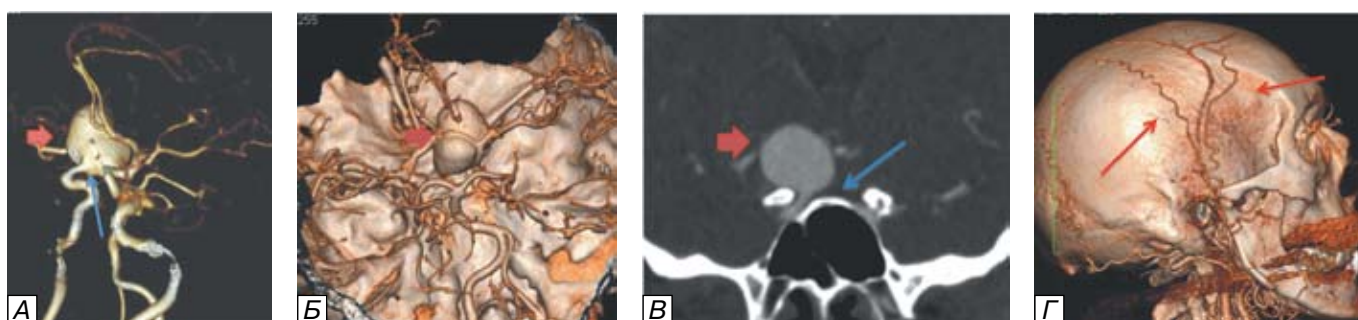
Исследование пациентки В., 51 г., КТ-ангиография. Гигантская аневризма правой ВСА (указана короткой красной стрелкой). Сложность визуализации в том, что шейка аневризмы начинается в офтальмическом сегменте практически на уровне нижнего края переднего наклонного отростка (стрелка), а купол расположен выше, в проекции коммуникантного сегмента, что незаметно на стандартных 3D-реконструкциях (Б), но хорошо видно в косой коронарной проекции 2DMIP (В) и на 3D-реконструкциях после субтракции костных структур (А). В случае диагностики гигантских и сложных аневризм желательно показать ход ветвей наружной сонной артерии со стороны аневризмы для оценки возможности ревазуляризации (красные стрелки).
